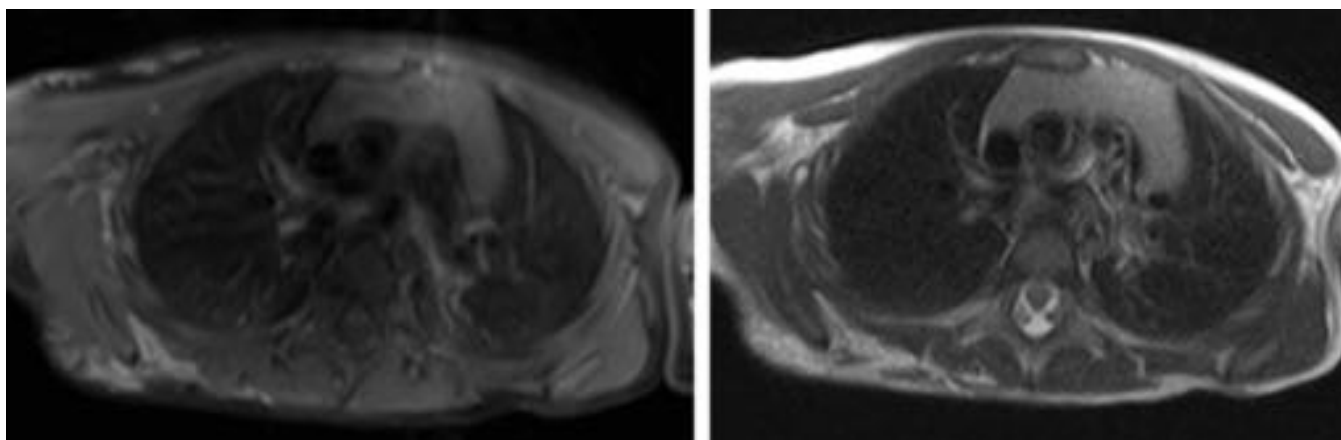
RM con secuencias potenciadas en T1 y T2 de niño de un año que muestra un timo normal.
